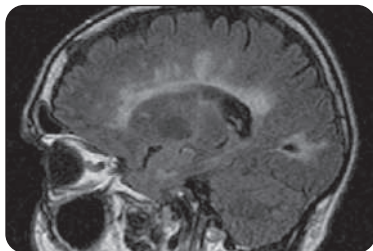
IRM, en FLAIR et en coupe sagittale, montrant des plaques de démyélinisation
